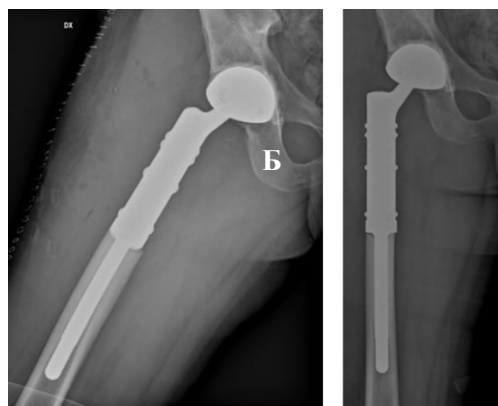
Рентгенограммы правого бедра пациента А, после операции в боковой (А) и прямой (Б) проекциях. Имплантирована модульная онкологическая система – бесцементная чашка и модульная ревизионная ножка с бесцементной фиксацией, MUTARS, Implantcast GmbH company.
